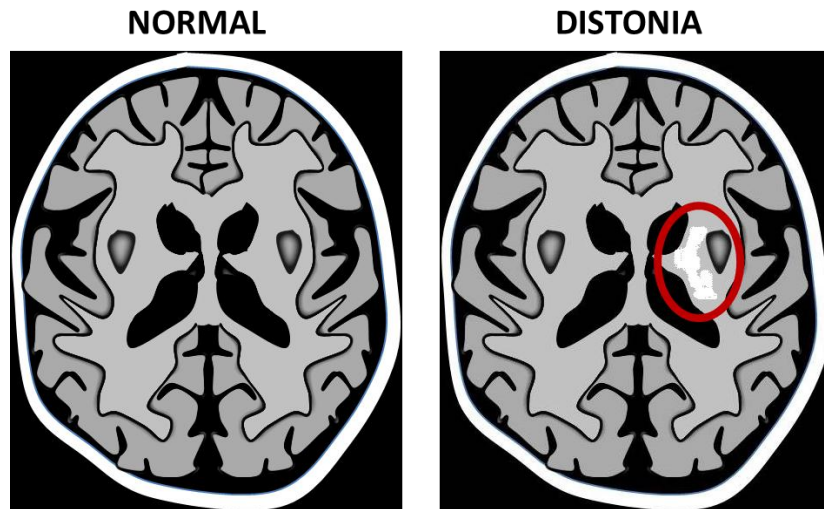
Las distonías pueden ser producidas por lesión del globo pálido y el tálamo que pueden observarse en las RM.
